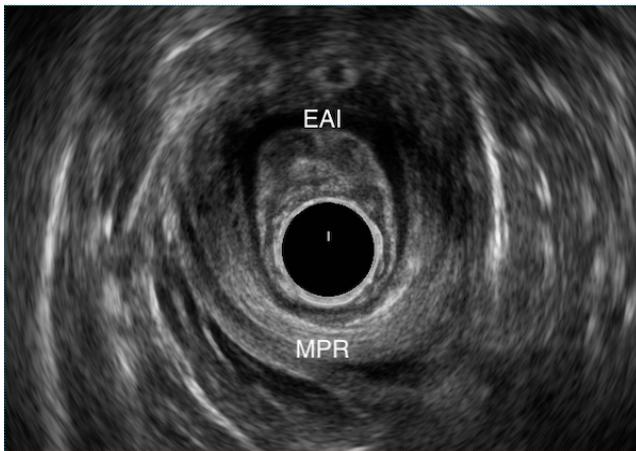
Ecografia endoanal com imagem do canal anal superior com o músculo puborrectal (MPR) e o esfíncter anal interno (EAI).
